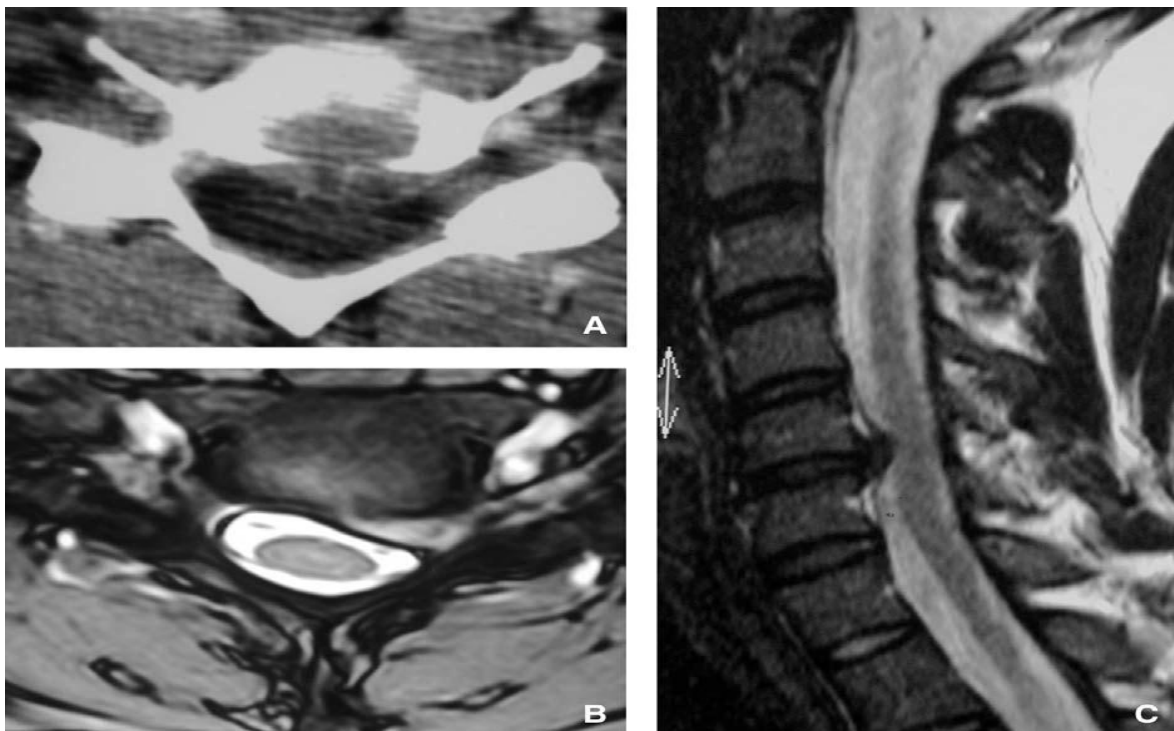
Imagerie d'une hernie molle postérolatérale C5-C6 montrant la différence entre le Scanner avec injection "image en cocarde"(A) et l'IRM axiale en séquence T2(B)et sagittale en séquence T2. [49]
